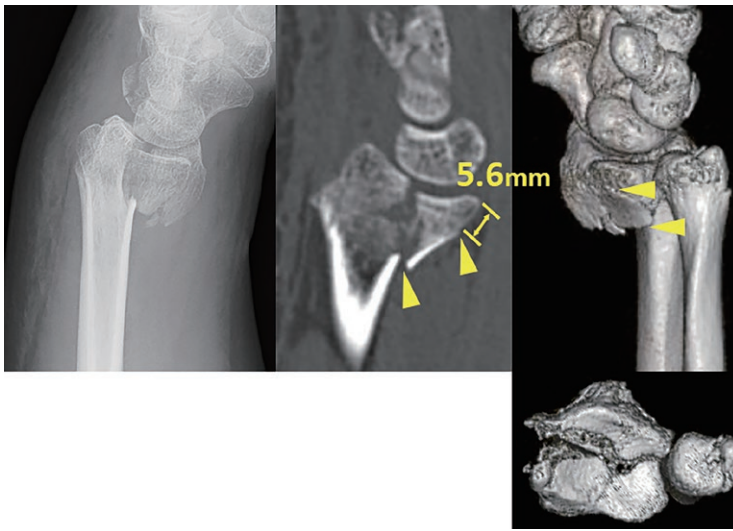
受傷時(左: 左手関節単純X線側面, 右: CT)
